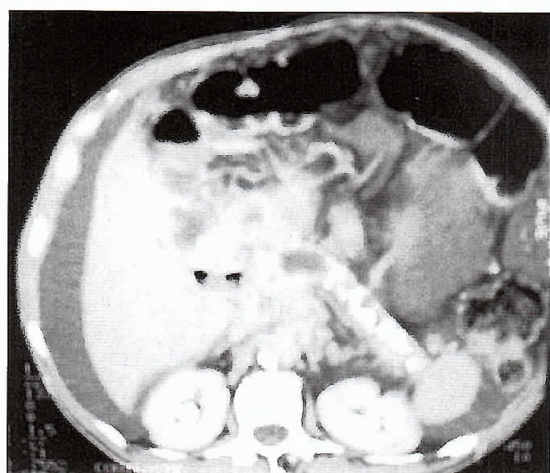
Tomografía axial computada de abdomen que muestra pancreatolitiasis y una lesión a nivel de la cabeza del páncreas cuyo origen es incierto no pudiéndose descartar etiología neoplásica.
